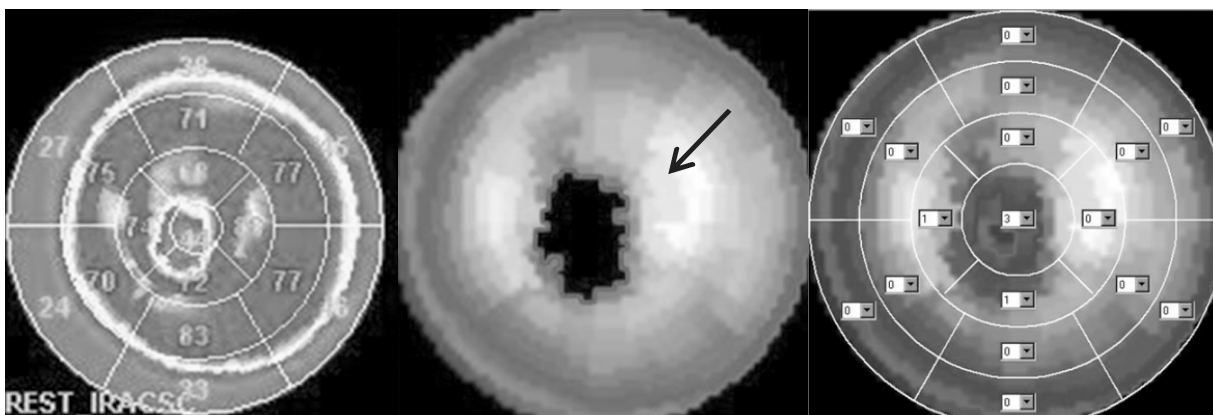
Сцинтиграма хворого Х. 37 років із звивистою ПМШГ ЛКА, історія хвороби № 1184 (2012р): на сцинтиграмі зареєстровано дефект накопичення РФП ^{99m}Tc-MIBI – ішемічне пошкодження передньо-верхівкової ділянки ЛШ. ПМШГ ЛКА – передня міжшлуночкова гілка лівої коронарної артерії; РФП – радіофармапрепарат ^{99m}Tc-MIBI.
